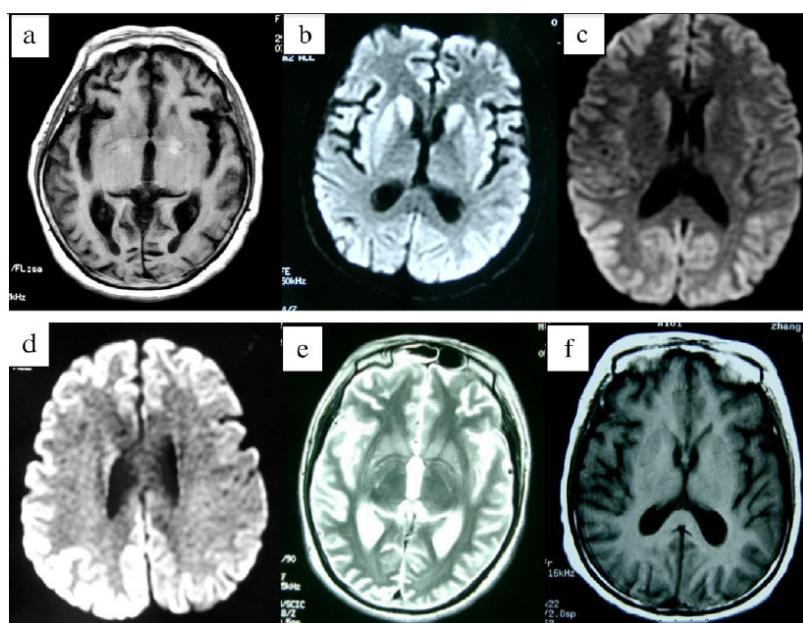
Imagens de RMN axiais de pacientes com sCJD. (a) sinal de intensidade aumentada nos gânglios da base (FLAIR); (b) hipersinal nos gânglios da base, insula bilateral e córtex frontal e occipital (DWI); (c) hipersinal no córtex occipital bilateralmente (DWI); (d) hipersinal por todo o córtex (DWI); (e) sinal de intensidade aumentada nos gânglios da base (T2-weighted); (f) ligeira atrofia cerebral (T1-weighted). Tian et al (2010) ⁽¹²⁾
